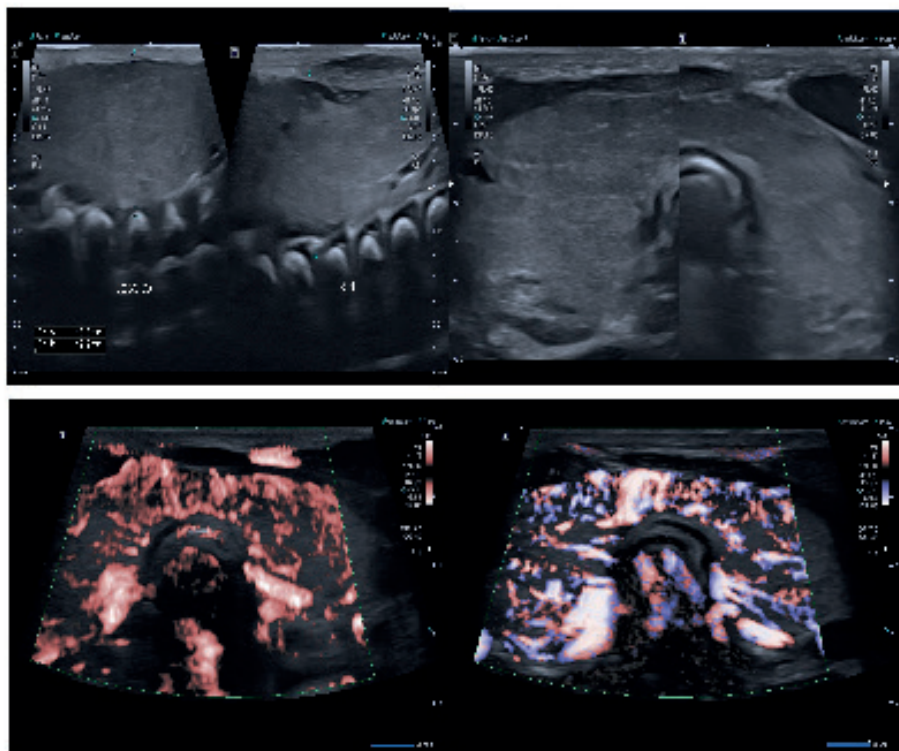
(a,b,c,d): tiroide simmetricamente e notevolmente ingrandita e disomogenea con volumetria di 3 ml circa. Il parenchima presenta margini irregolari ed appare marcatamente e diffusamente vascolarizzato all'integrazione con color-power Doppler e SMI, mostrando un pattern ecografico noto anche come "inferno tiroideo".
